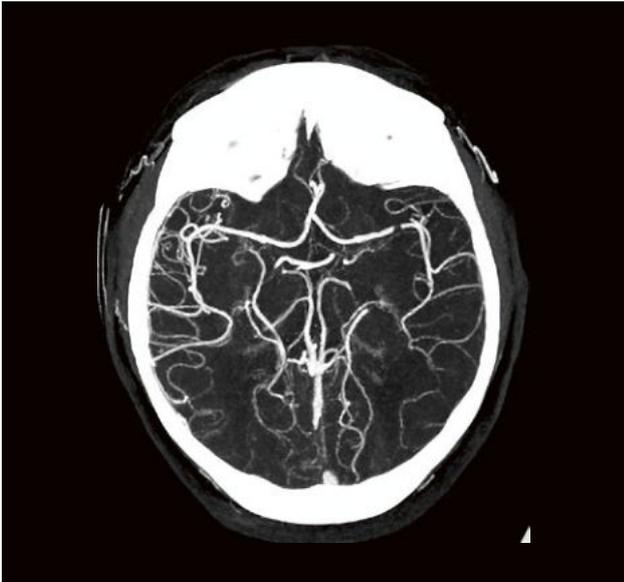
MIP-Rekonstruktion einer intrakraniellen UHR-CTA in axialer Ebene, die einen Thrombus (durch den weißen Pfeil markiert) im distalen M1-Segment der linken A. cerebri media zeigt.
